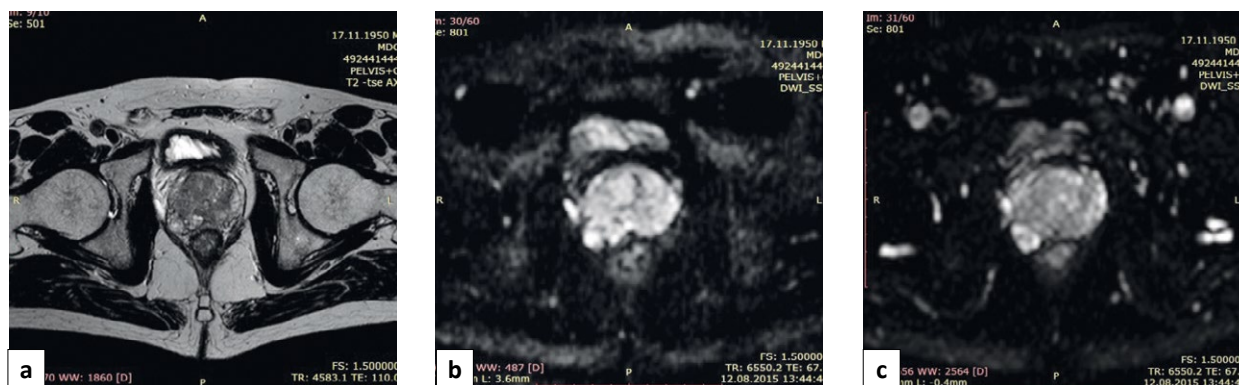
а, б, с. Магнитно-резонансная томография органов малого таза от 12.08.2015 г. (до начала гормонотерапии).
